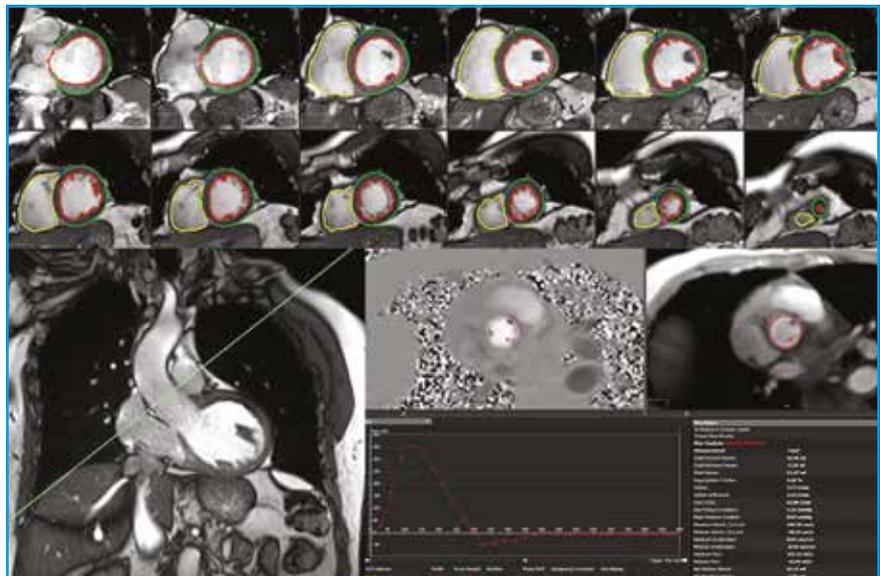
Méthode de calcul du volume régurgité en IRM. Les contours endocardiques du ventricule gauche (ligne rouge) sont tracés en diastole et en systole sur une coupe petit axe de la base jusqu'à l'apex. La différence entre le volume télédiaستولique et télésystolique donne le volume d'éjection systolique total. Le volume d'éjection antérograde aortique est obtenu sur une coupe située au-dessus du plan de la valve aortique en contraste de phase. La différence entre le volume d'éjection systolique total et le volume d'éjection aortique représente le volume régurgité de l'insuffisance mitrale.
